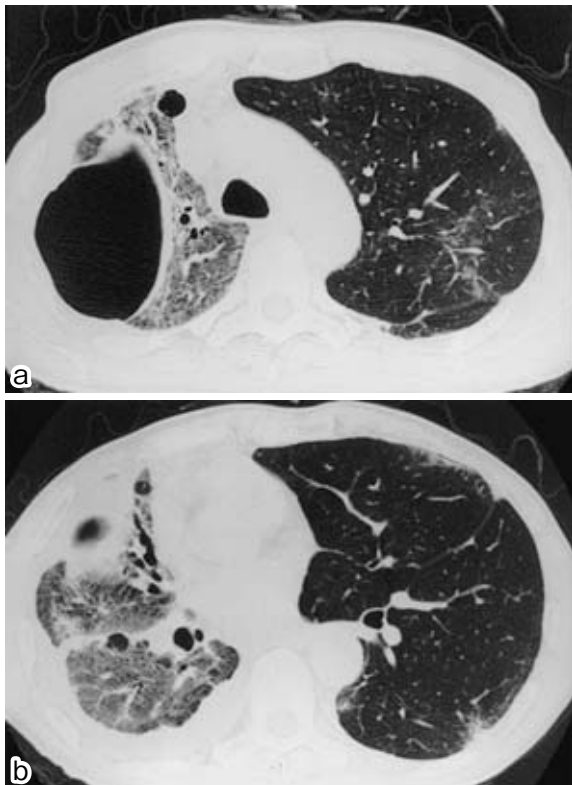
Chest CT on admission reveals large bullae and consolidation in the right lung field, also consolidation in the left lung field.
